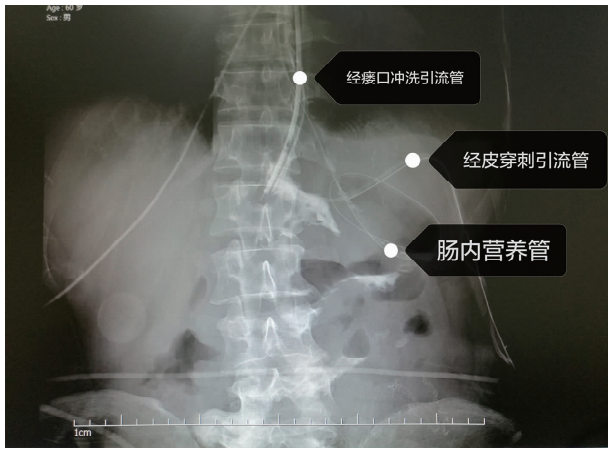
经瘘口放置冲洗引流管结合 CT 引导下经皮穿刺置管引流
